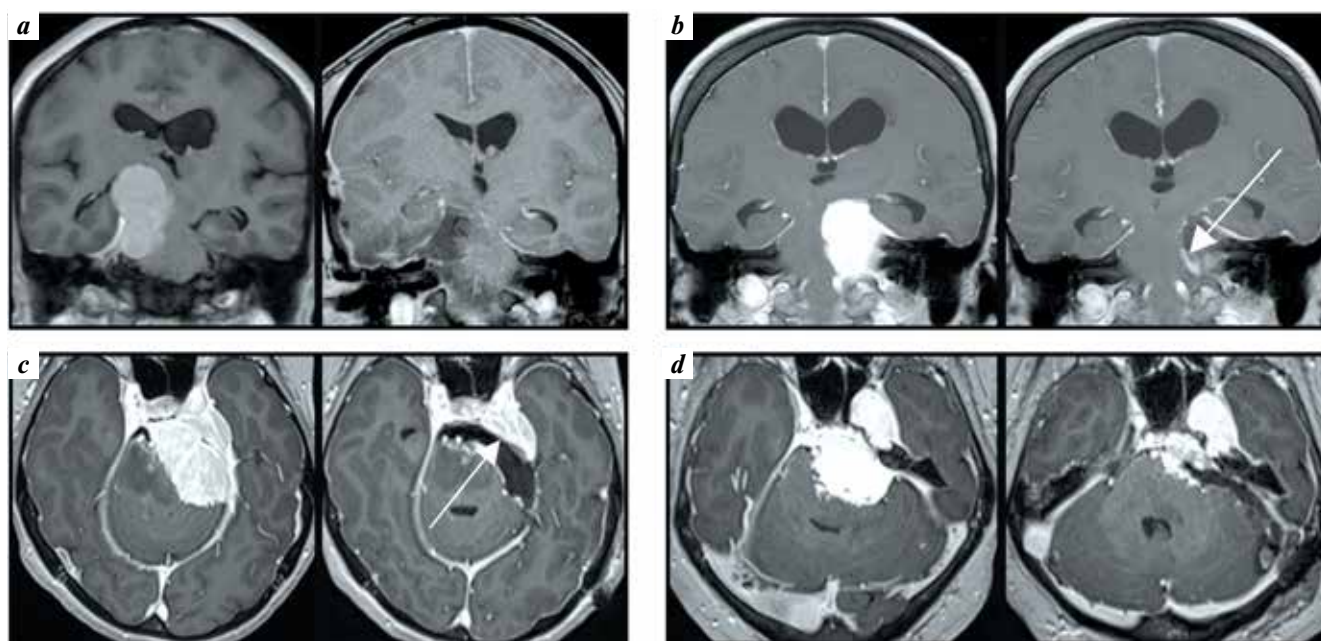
Cases of resection radicality of petroclival meningiomas (magnetic resonance images): a – complete resection (100 %) (Simpson III); b – close to complete resection (97.8 %). Arrow shows a fragment of tumor capsule which was tightly attached to the brainstem; c – subtotal resection (88 %). Arrow shows a fragment of the tumor in the cavernous sinus and tentorium; d – partial resection (64 %). A part of the tumor is left in the cavernous sinus and tumor fragment tightly attached to the brainstem
